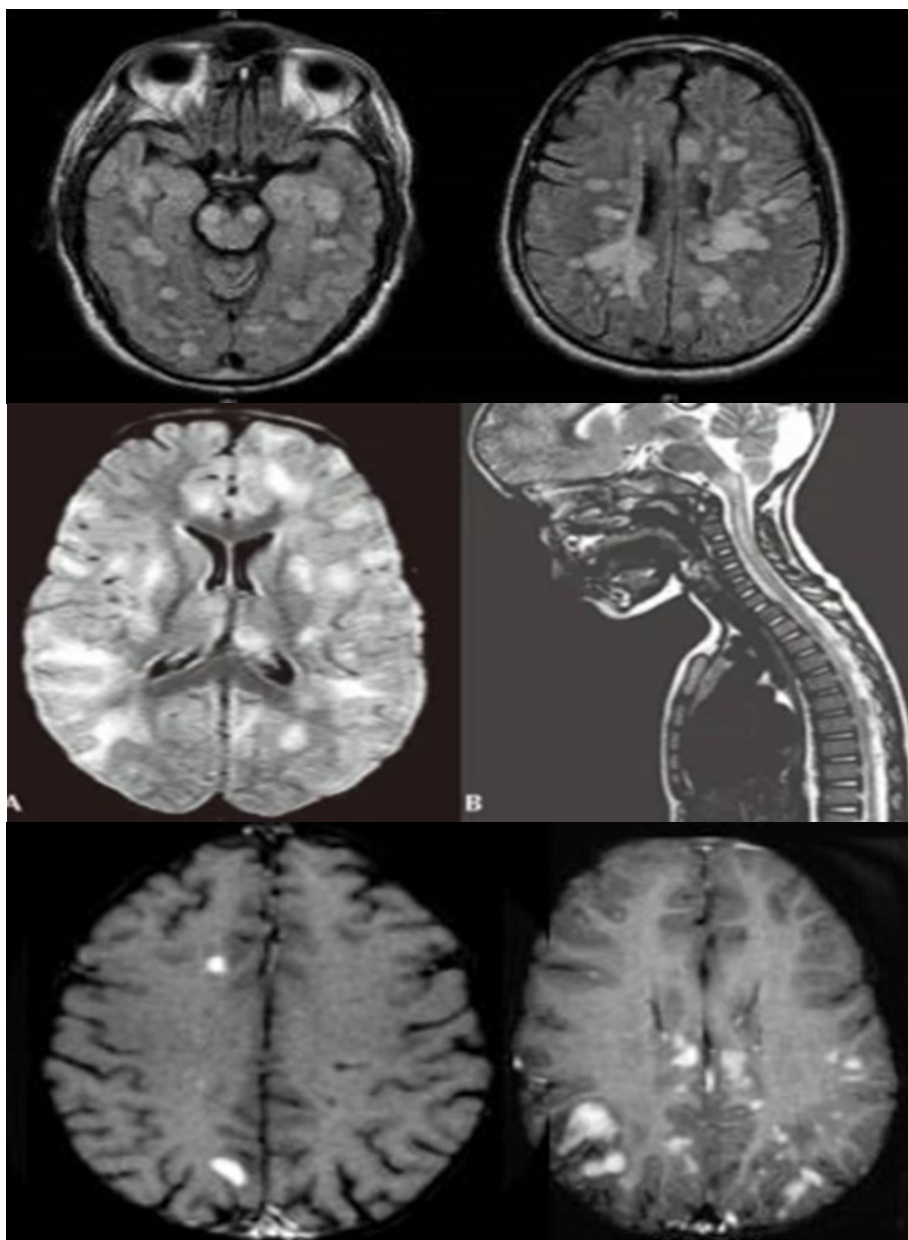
МРТ детей с РЭМ.
